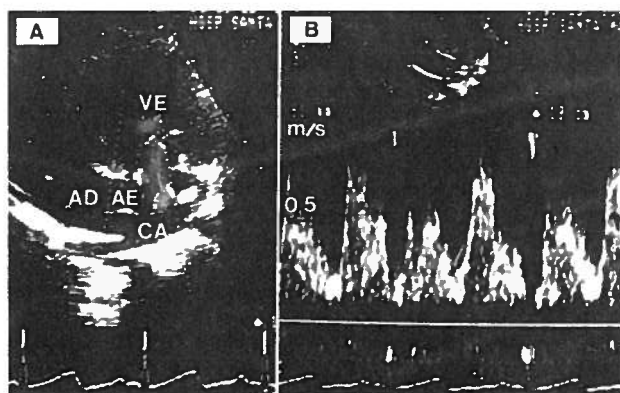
Ecocardiograma 2D-Doppler.
